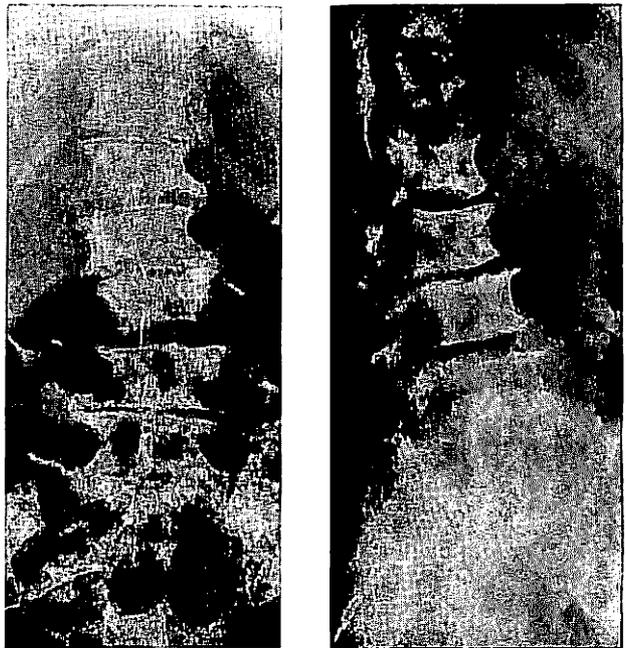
Radiographie du rachis lombaire de face (a) et de profil (b) : métastases rachidiennes diffuses.
